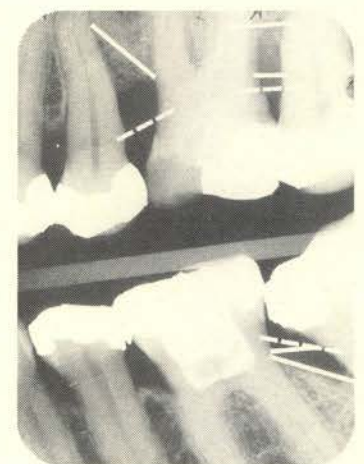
Röntgenfoto met beginnend horizontaal botverlies.
